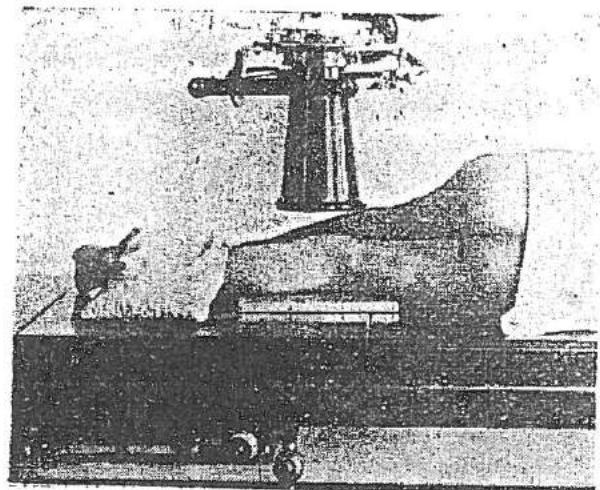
P — DL*; fața laterală a genunchiului de radiografiat se rezemă pe casetă; genunchiul sănătos, în flexie, este trecut înaintea membrului examinat.
